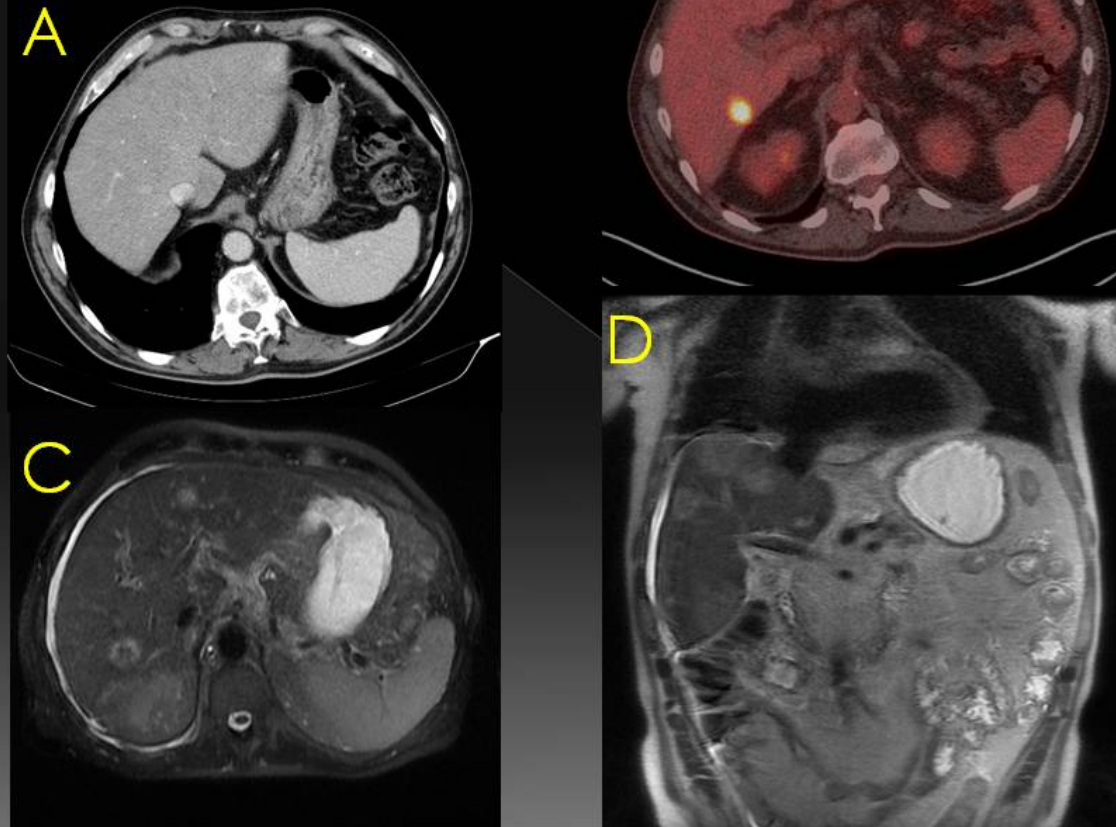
Mismo paciente de la figura anterior. Las metástasis hepáticas no se observaban en la TC con contraste (A) y sí en fusión PET/TC (B) y secuencias T2 de RM (C y D).
